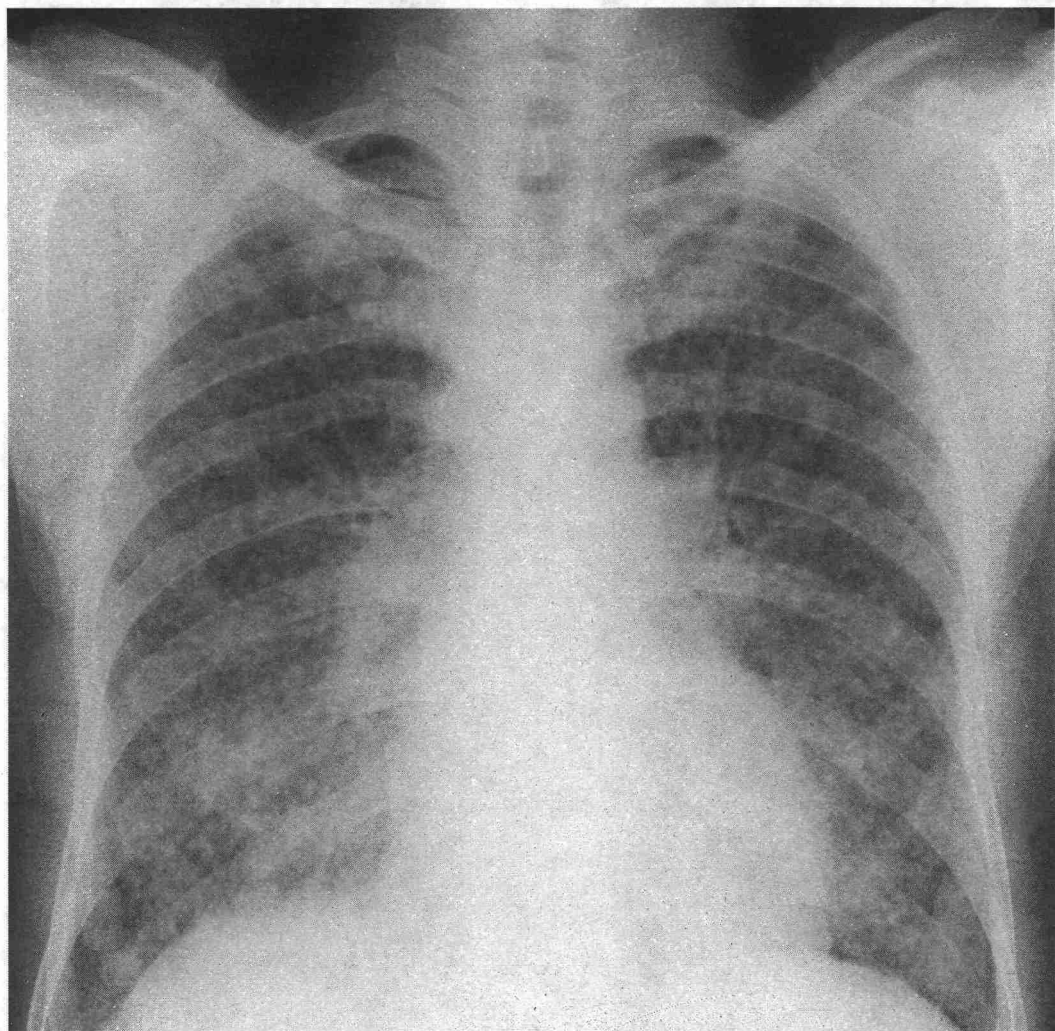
Aspects radiographiques de la tuberculose thoracique
